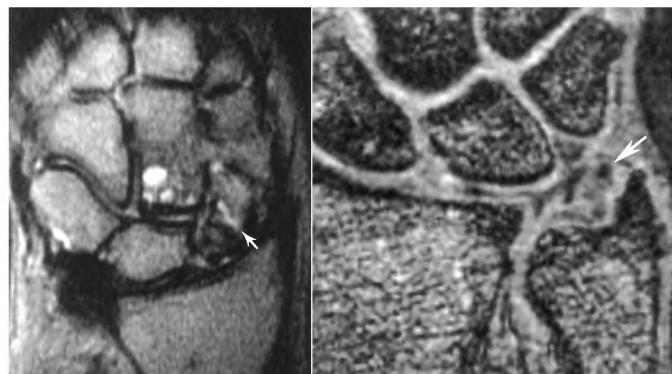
拆除内固定后 MRI 示舟状骨骨不连,TFCC 与尺骨远端异常信号
